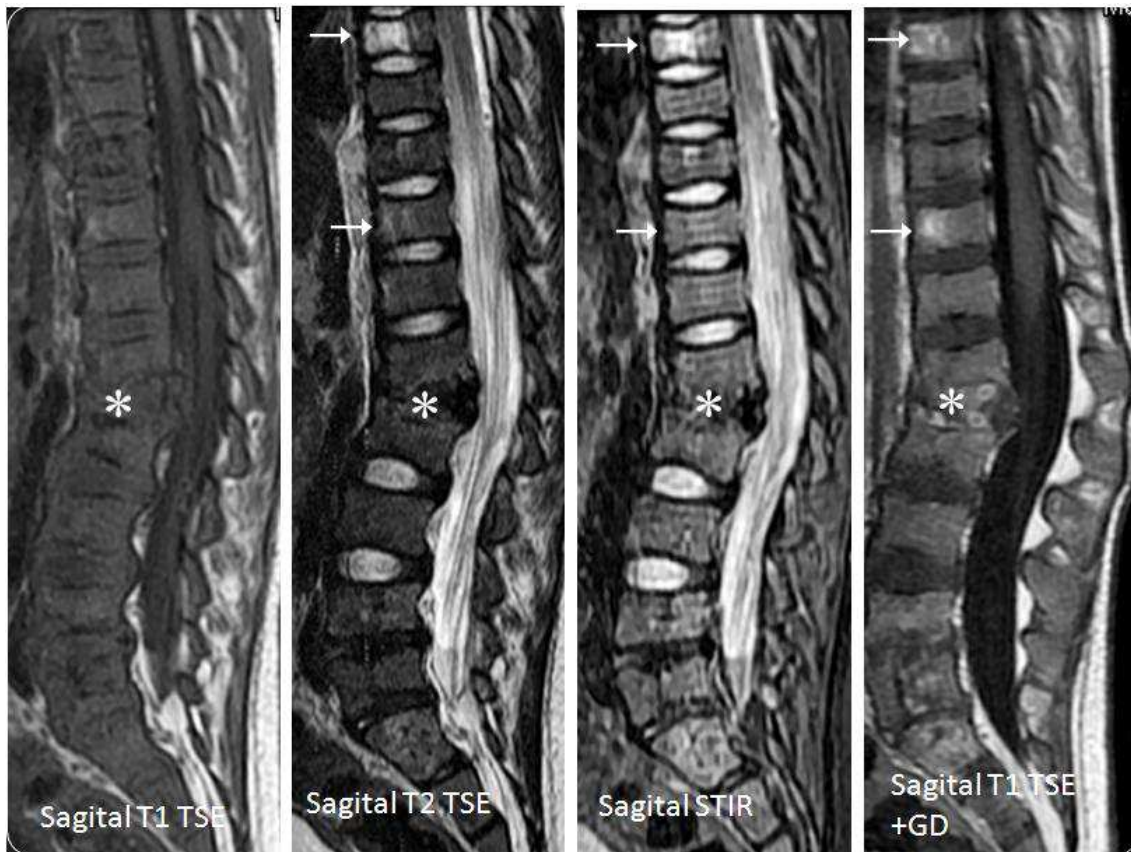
Imágenes sagitales de RM de columna.
